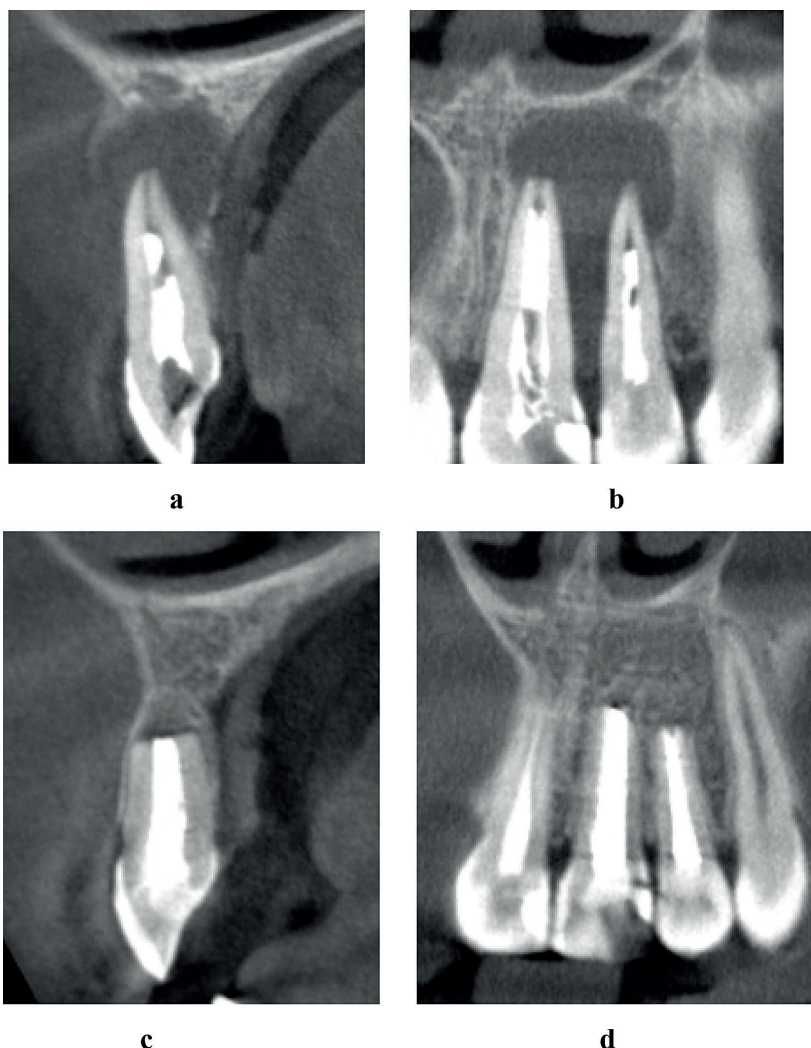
Patient M., 20 years old (Group I). Diagnosis: radicular cyst of the left maxilla in the region of teeth 21, 22, and 23: a – computed tomography (transverse reconstruction of the area of tooth 22 before surgery); b – computed tomography (panoramic view of the defect area before surgery); c – computed tomography (transverse reconstruction of tooth 22, 12 months after surgery); d – computed tomography (panoramic view of the defect area, 12 months after surgery).
